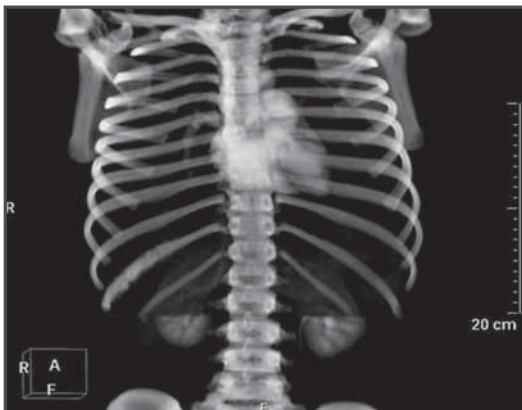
Reconstrucción tridimensional de una TC torácica.
